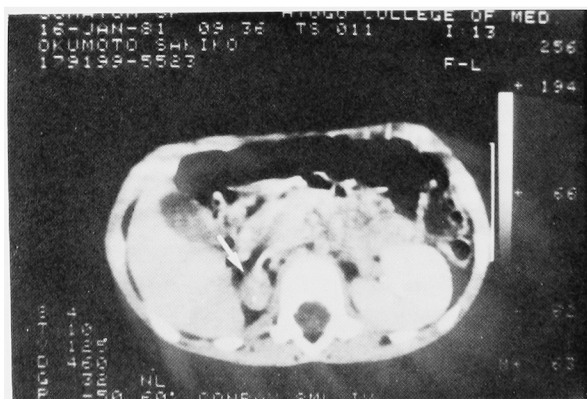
症例2, Enhanced CT: 左腎の対側ほぼ正所性に右腎 (矢印) を認めた
